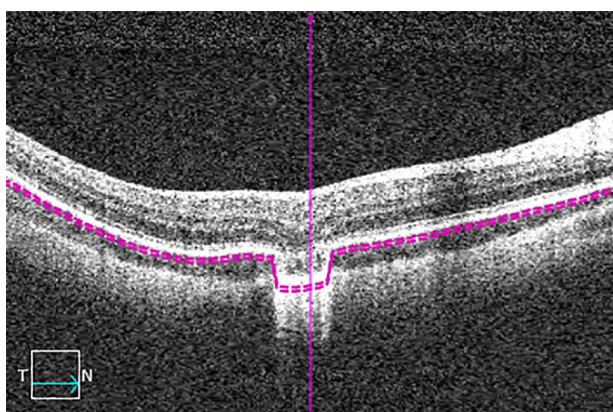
Результаты структурной оптической когерентной томографии правого глаза через 2 месяца от начала заболевания
